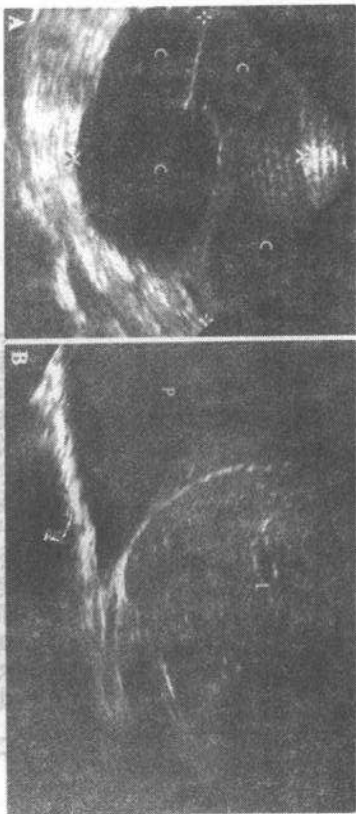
A 卵巢过熟。经阴道超声可见明显肿大卵巢(游标间),内有多大大囊肿(c)。B 上腹部纵切面显示肝(L)上胸膜腔积液(P)
